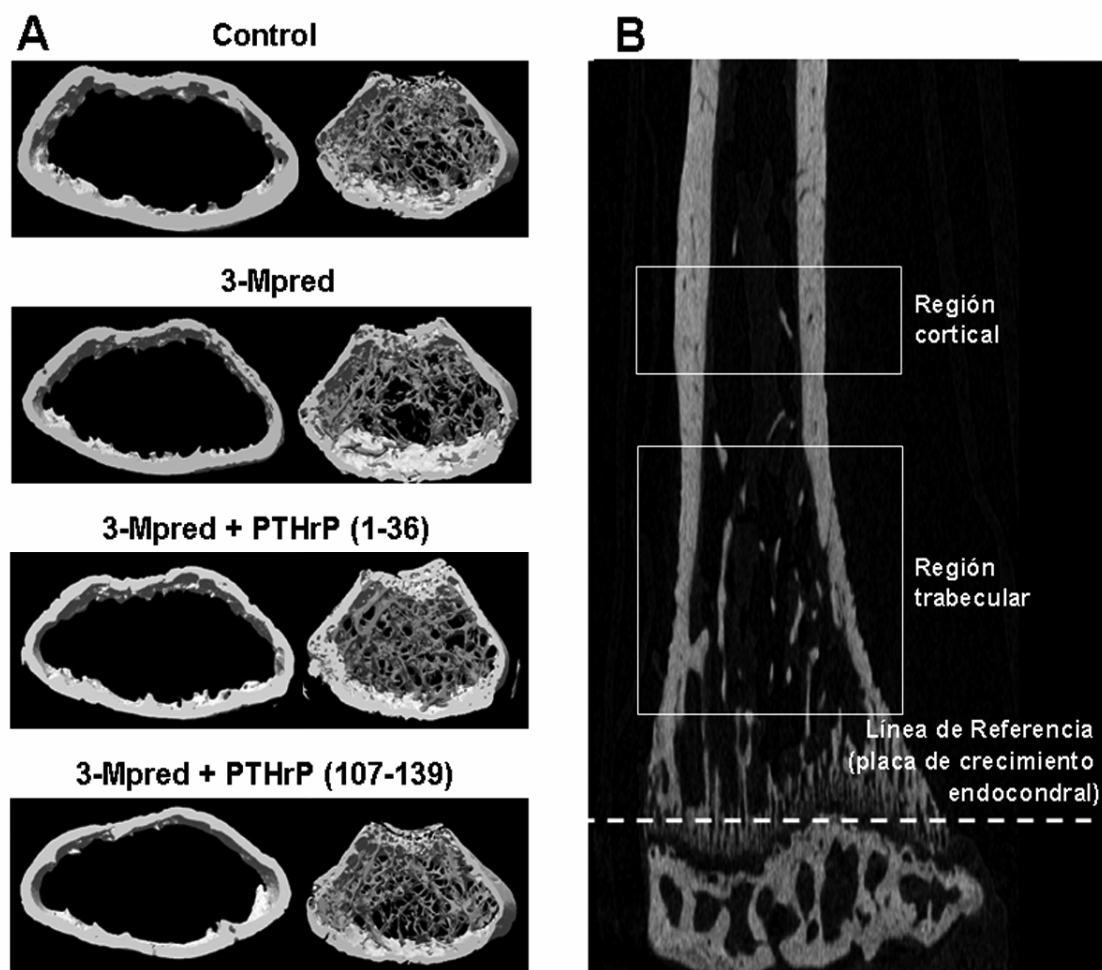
(A) Imágenes representativas de  $\mu$ CT images de las áreas corticales y trabeculares de los distintos grupos experimentales. (B) Imagen longitudinal del femur distal intacto por  $\mu$ CT mostrando los sectores cortical y trabecular utilizados para el análisis.
